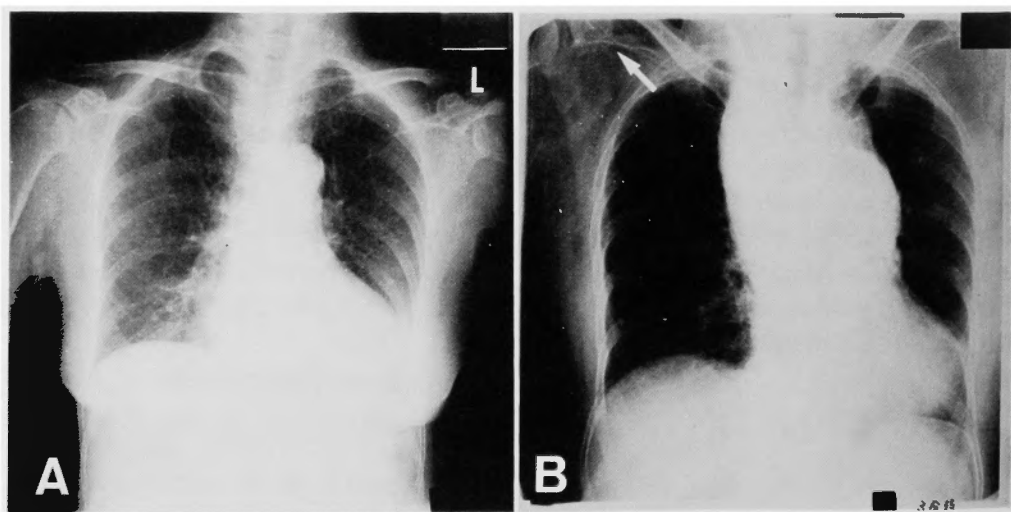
A: Chest X-ray on admission for comparison. B: Chest X-ray immediately after right brachial injection, when the patient complained of severe chest pain. Dense mediastinal shadow due to hemorrhage and extravasated contrast medium. Note the tip of the catheter-needle (arrow).
